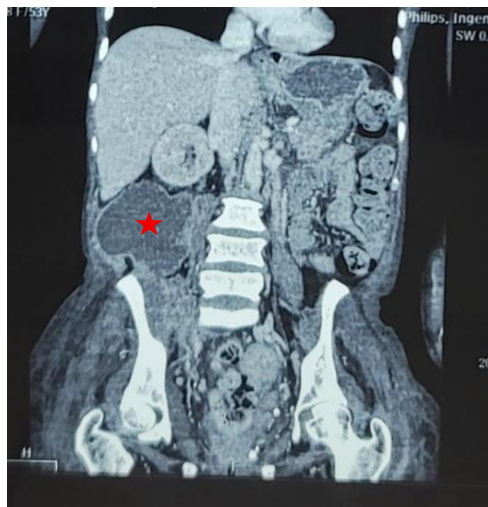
TDM abdominopelvienne : collection abcédée du muscle psoas-iliaque droit
